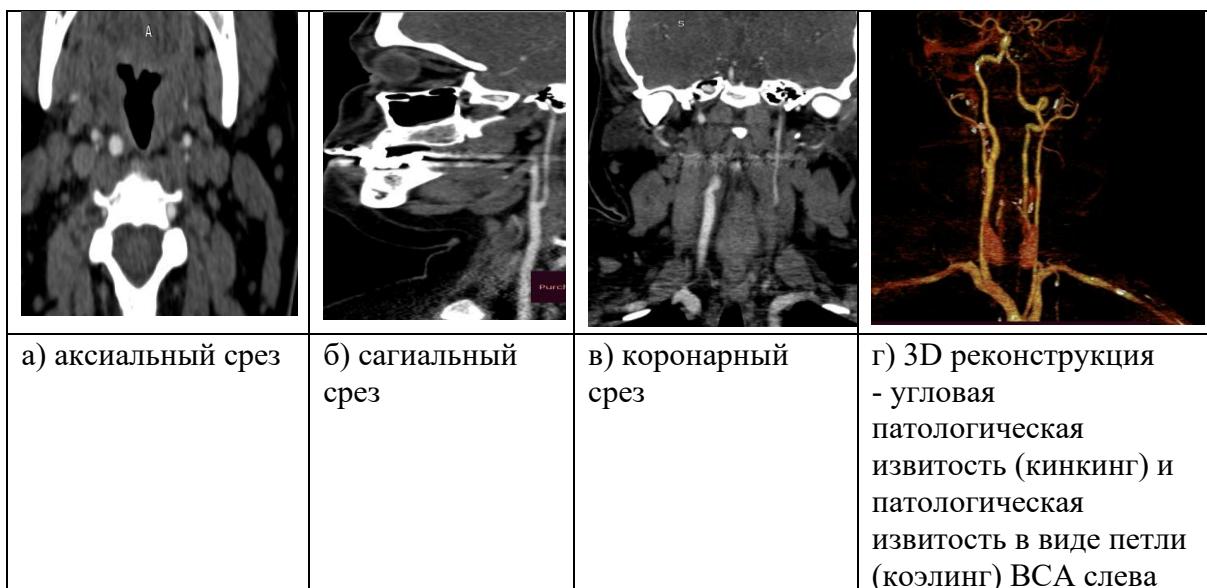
Пациентка 27 лет. Болезнь Мойа-мойа. КТ- ангиография экстракраниальных сосудов головного мозга до операции. Гипоплазия левой внутренней сонной артерии.
